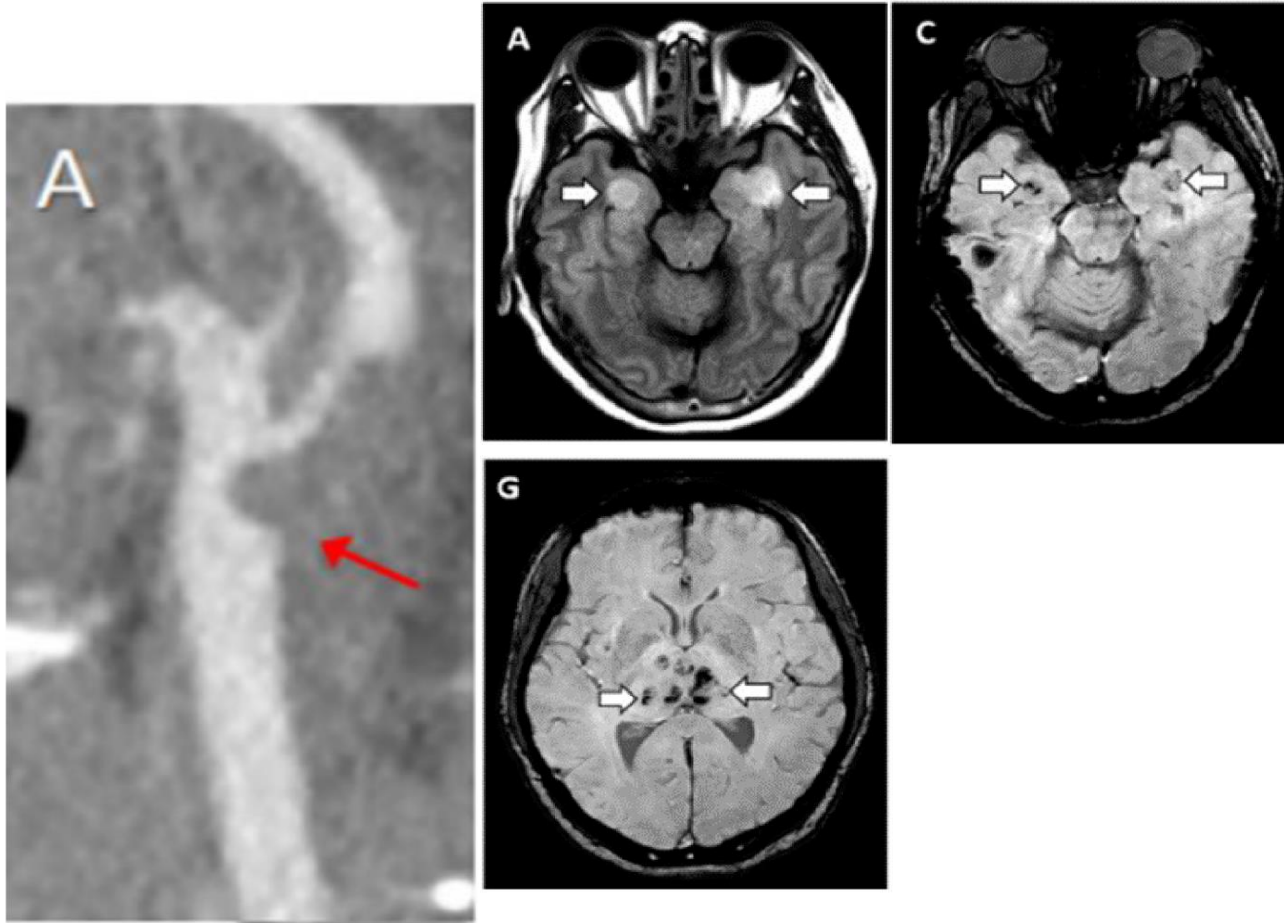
CT Angiography of the neck shows macro thrombus within the Common Carotid artery bifurcation extending into the Internal Carotid artery in a previously healthy 33-Year-Old woman. (From Fara MG et al. [95])
